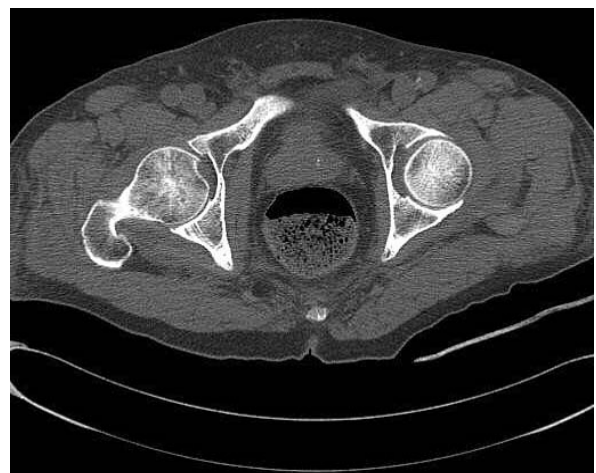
CT shows well reduced hip joints.
